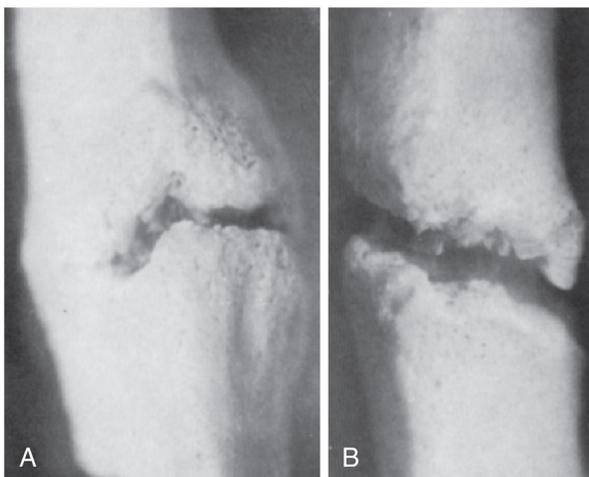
Consolidación de una fractura 17 días después de la operación. Con la aplicación de ultrasonido (A) y sin la aplicación de ultrasonido (B). (Tomado de Duarte LR: The stimulation of bone growth by ultrasound, *Arch Orthop Trauma Surg* 101:153-159, 1983.)
